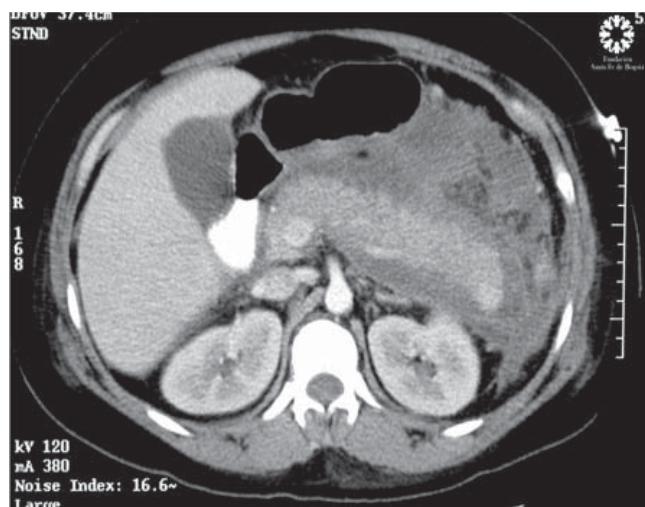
Tomografía abdominal contrastada Balthazar E.; observe aumento del tamaño del páncreas, edema y líquido peripancreático.
